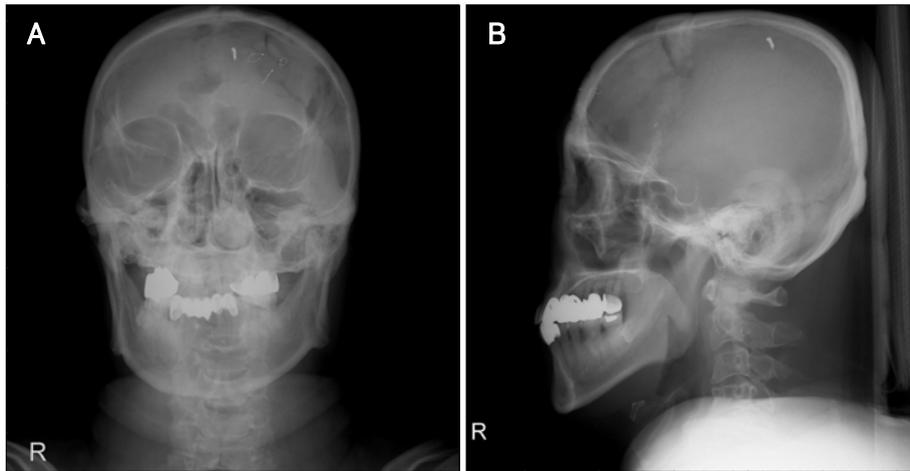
Plain skull X-rays showing an osteoplastic craniotomy in the left frontal region (A) and a metallic foreign body in the vertex (B).
